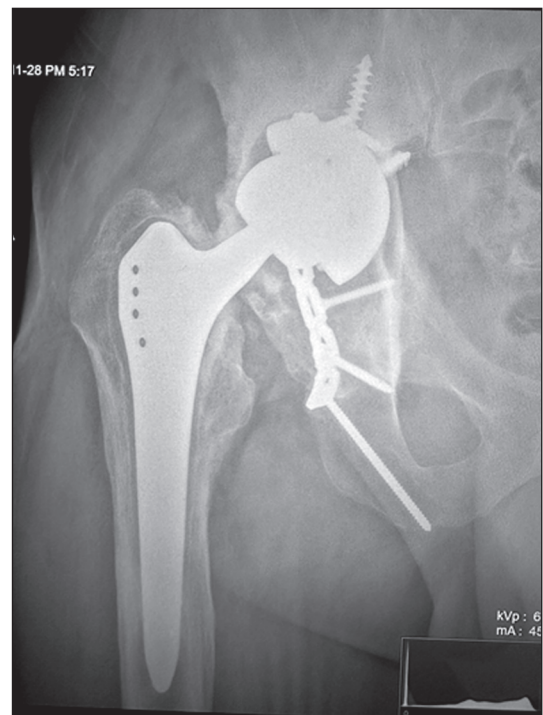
Рентгенографія пацієнта після застосування комбінованої тактики ORIF + ТНА
